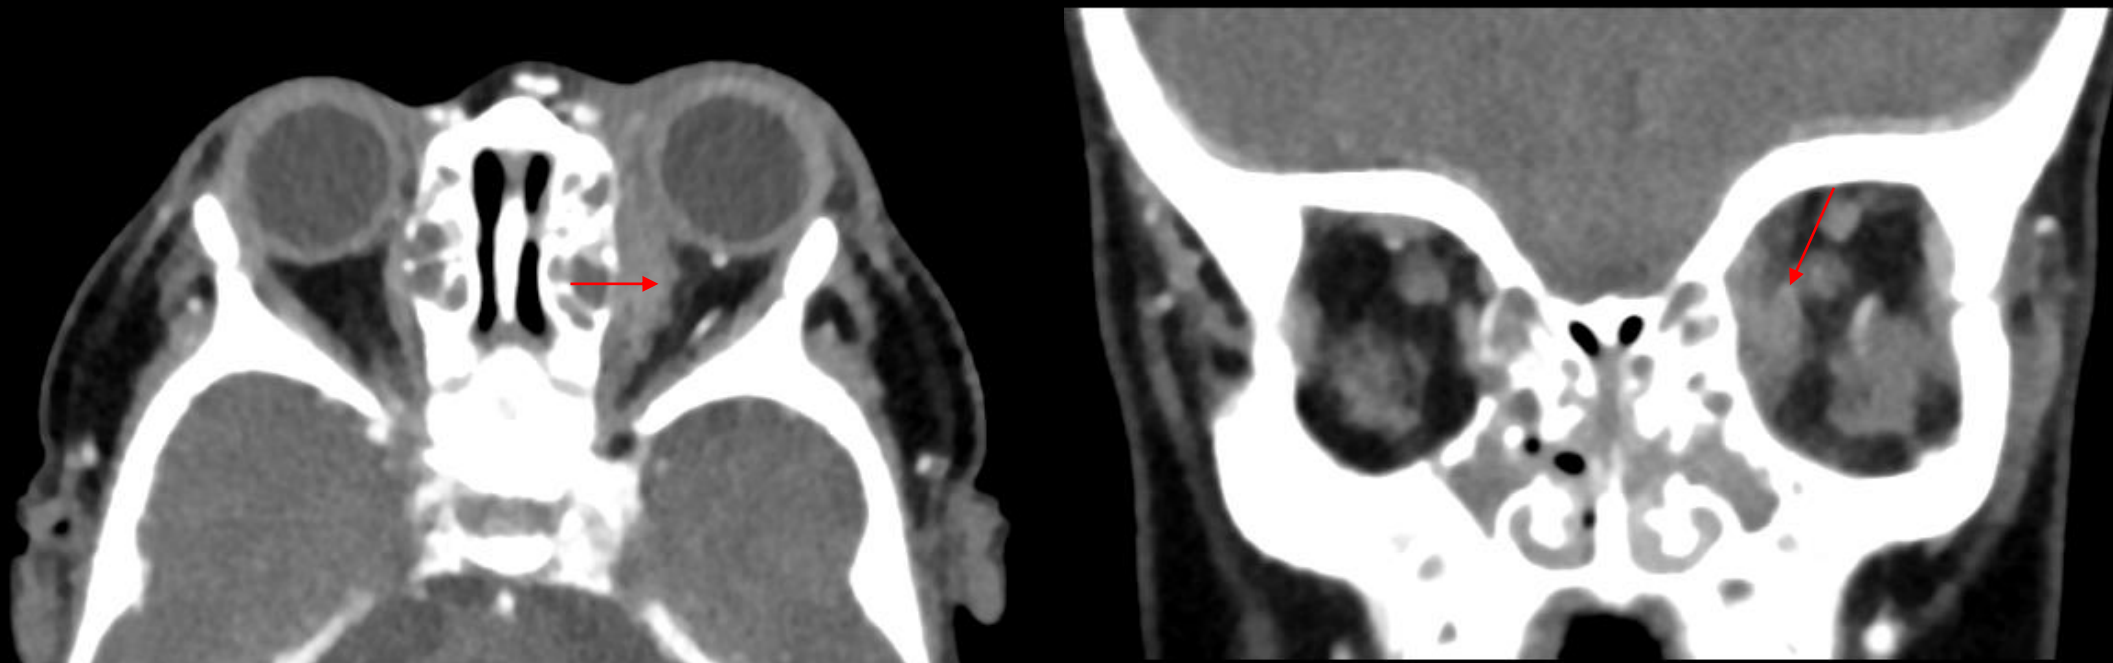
Cortes axial y coronal de TC orbitaria con contraste. Extensa sinusopatía paranasal, de afectación predominante de senos maxilares y etmoidales, los cuales presentan ocupación, mínima aireación y realce mucoso bilateral. Significativa infiltración e hiperrealce de la grasa palpebral y periorbitaria izquierda, con extensión de la trabeculación hacia la grasa extraconal de predominio medial. Colección subperióstica adyacente a la lamina papirácea izquierda. Flechas rojas: engrosamiento del músculo recto medial.
